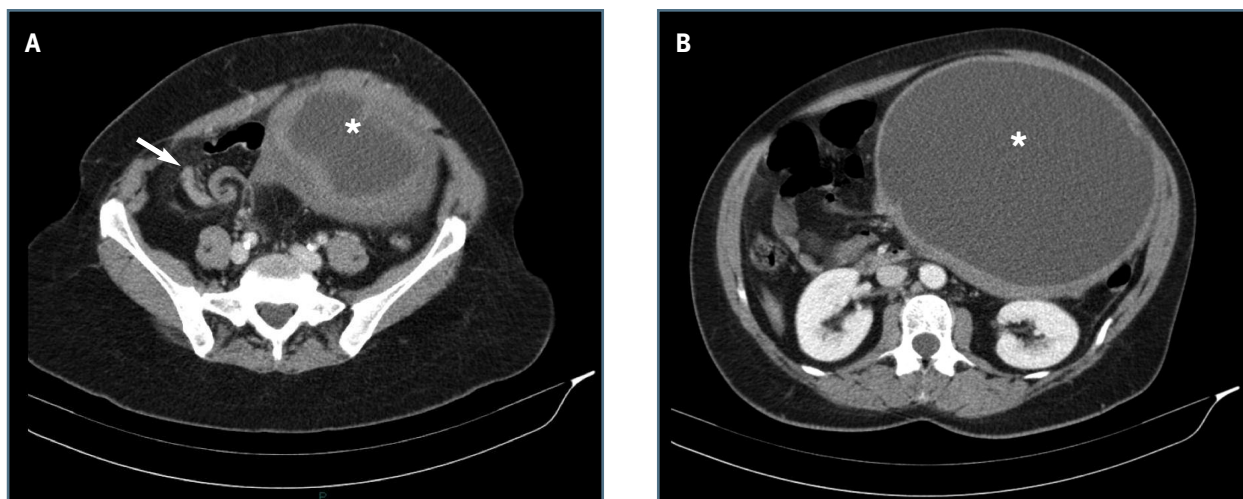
Imagens de tomografia computadorizada abdômino-pélvica após injeção de contraste iodado (cedidas pelo Dr. Tiago Almeida). A) Pedículo vascular do anexo direito torcido (2x360°) originando imagem em redemoinho (seta larga). B) Volumosa massa quística de parede espessada (*), com origem no ovário direito, localizada nos quadrantes medianos e esquerdos do abdômen e cavidade pélvica
